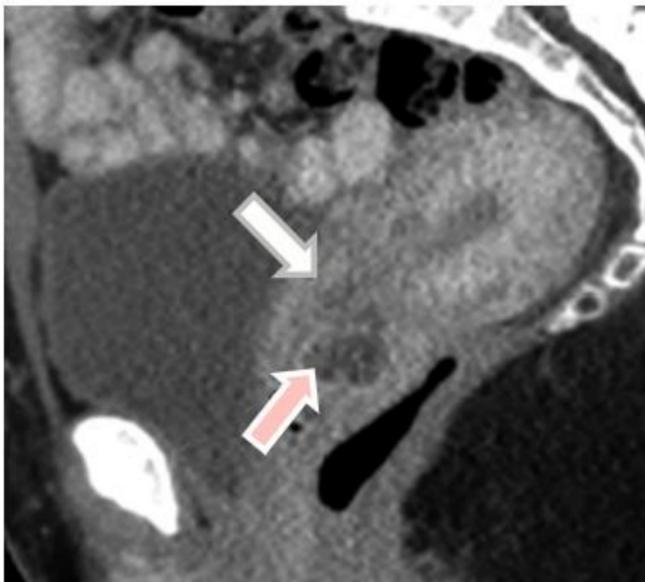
TC de pelvis reconstrucción en plano sagital en fase venosa. Quistes de Naboth en cérvix (flecha rosa) entidad diferente al canal endocervical (flecha blanca)
